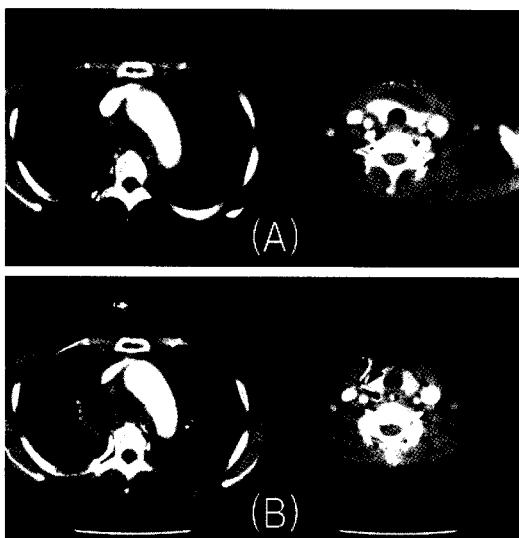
case 4. (A) Axial enhanced CT scan shows abscess at anterior area of thyroid gland and upper mediastinal area
